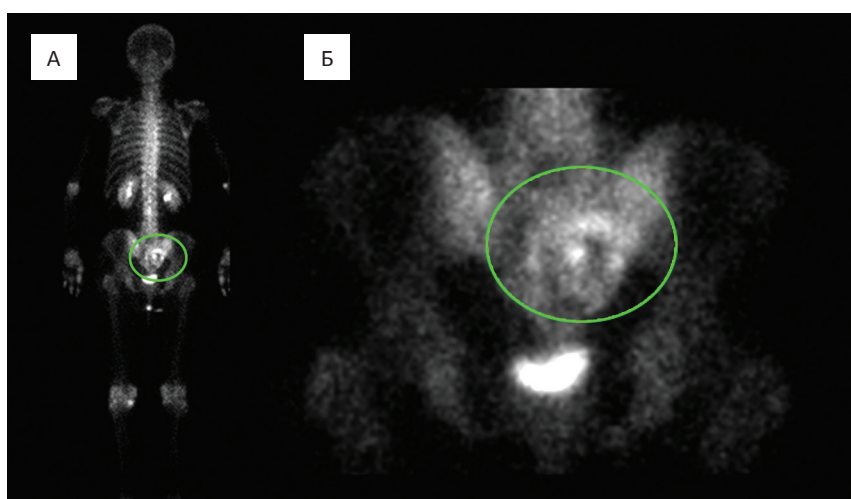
А, Б: Сцинтиграфия с остеотропным радиофармпрепаратом. Задняя проекция. Определяется серповидное накопление радиофармпрепарата по верхнему полюсу одного из узлов опухоли
